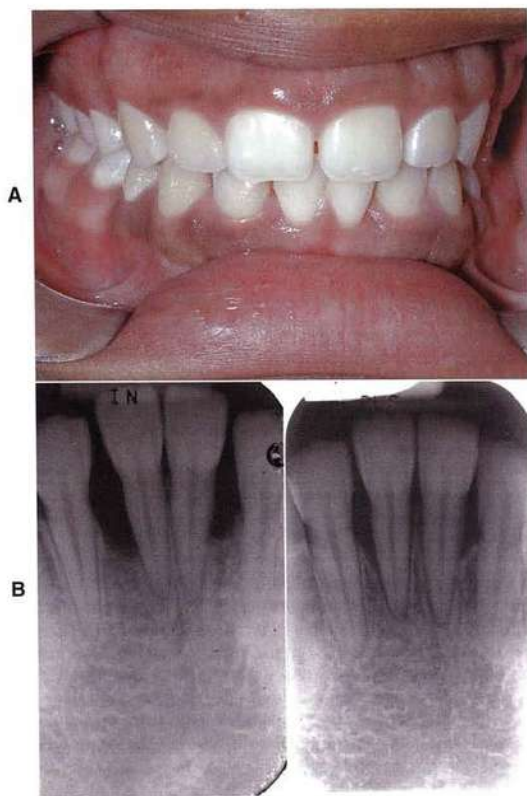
La periodontitis juvenil suele presentarse como un ataque intensivo de los tejidos de soporte alrededor de los incisivos centrales, los primeros molares o ambos. A, Aspecto intraoral de un paciente que solicitó consulta ortodóncica debido a la ausencia congénita de los segundos premolares. B, Radiografía periapical de la zona de los incisivos centrales inferiores. C, Radiografía periapical de seguimiento de la misma zona incisiva después del tratamiento con antibióticos y del curetaje, seguido de un tratamiento ortodóncico completo. A menos que el sondaje periodontal durante la exploración ortodóncica clínica detecte inflamación y pérdida ósea de este tipo y se pida una radiografía periapical, puede pasarse por alto una enfermedad periodontal grave y, si progresa, hacer inevitable la pérdida de los dientes afectados. Si se mantiene controlado el problema periodontal, el tratamiento ortodóncico es factible.
